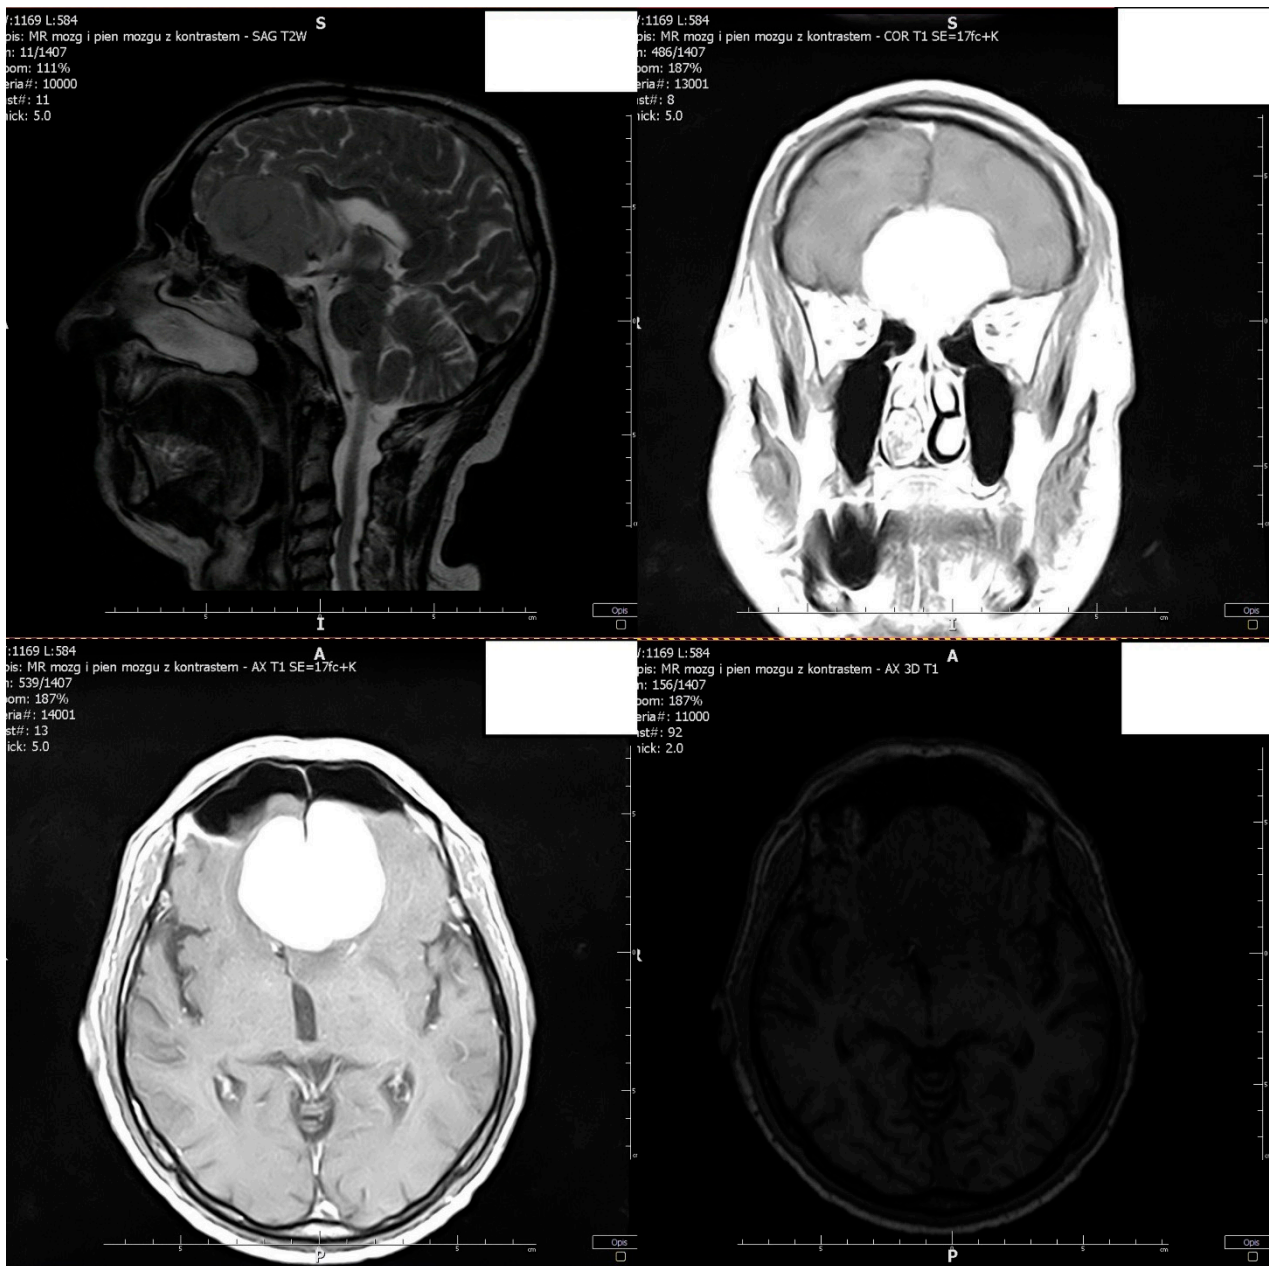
Magnetic resonance imaging of the brain and brainstem with contrast shows a tumour of the anterior cranial fossa with characteristics typical of a meningioma
